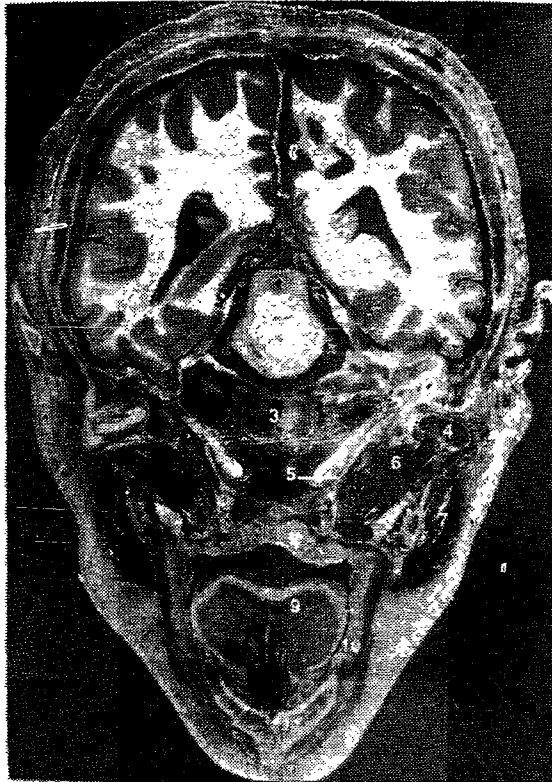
b) — Computer tomografie prin craniu; secțiune în plan frontal.
